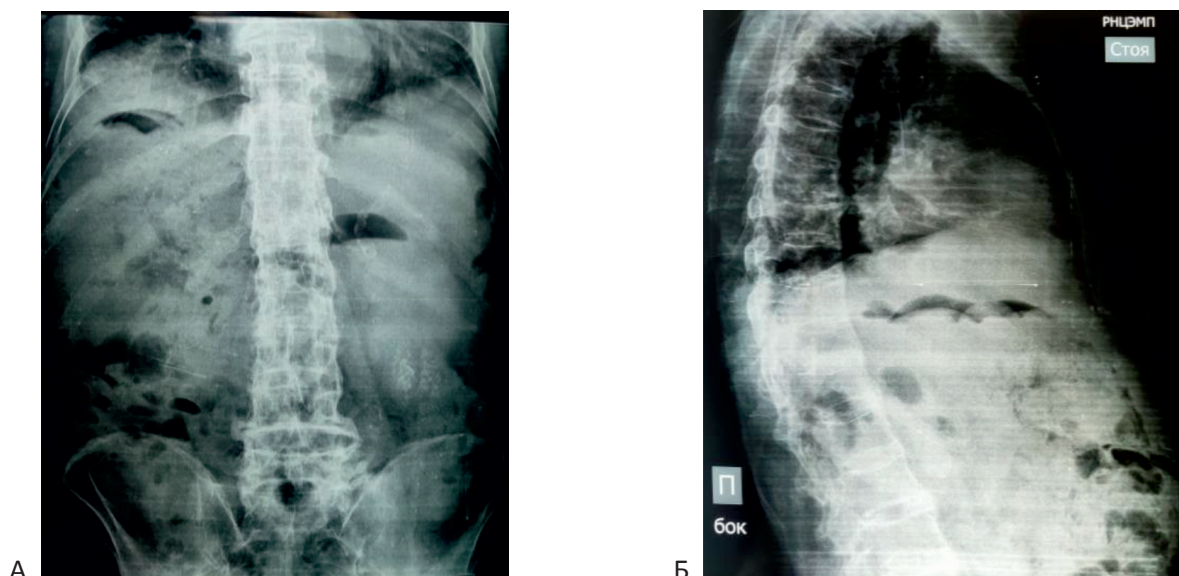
Рентгенография в прямой (А) и боковой (Б) проекциях. Визуализируются серповидные тени (воздух?)
